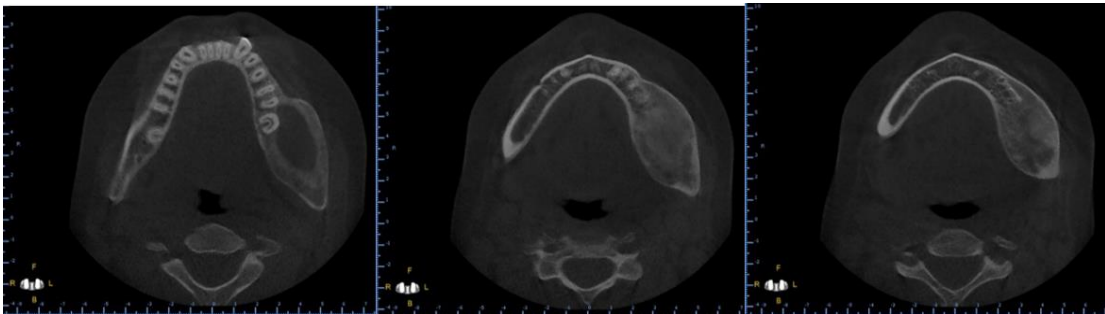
Tomografía computarizada de control. Corte Axial. Fuente propia.
